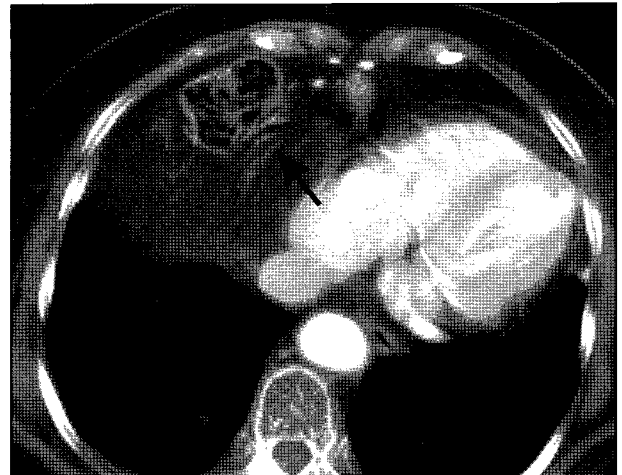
Morgagni hernia. CT scan obtained at the level of the xiphoid process shows discontinuity of the both diaphragm. The lace-like structure (arrow) is a portion of the right diaphragm.
